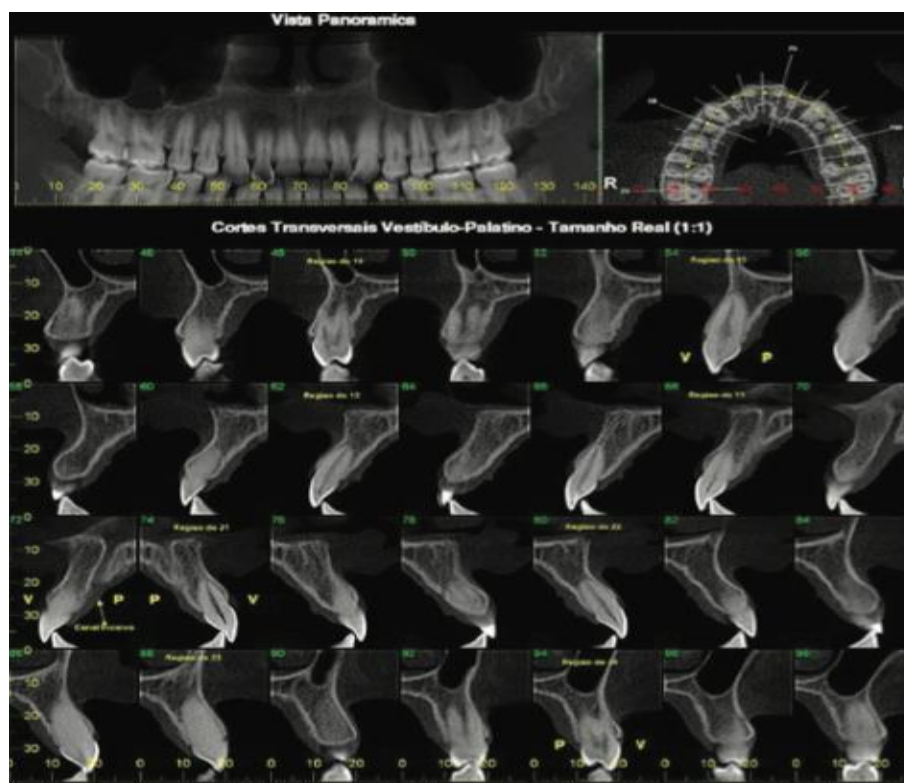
Tomografia computadorizada de feixe cônico
